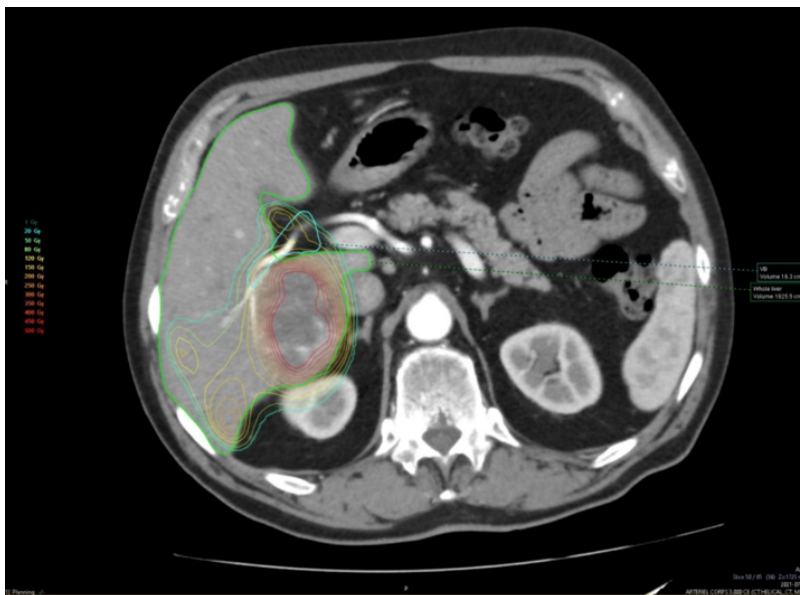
scintigraphie réalisée au décours de l'injection des microbilles, ou l'on visualise la zone d'irradiation de l'yttrium 90, recouvrant en partie la plaque hilaire (représentée ici par la branche droite de l'artère hépatique)
